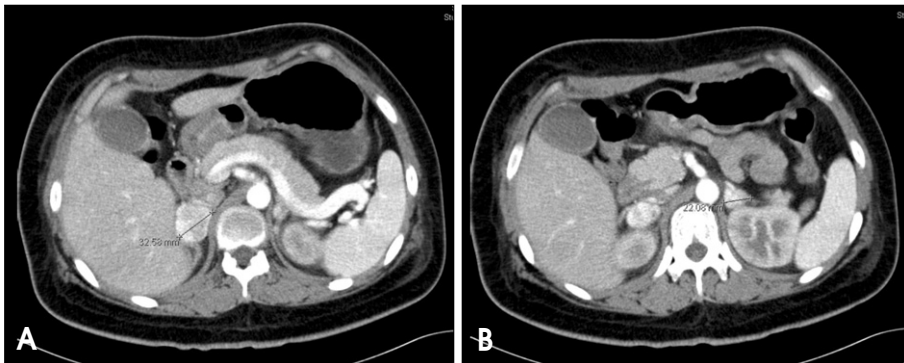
Abdomen CT shows bilateral hypervascular adrenal tumors (Right 5.3 cm×3.3 cm / Left 4.4 cm×2.2 cm).
